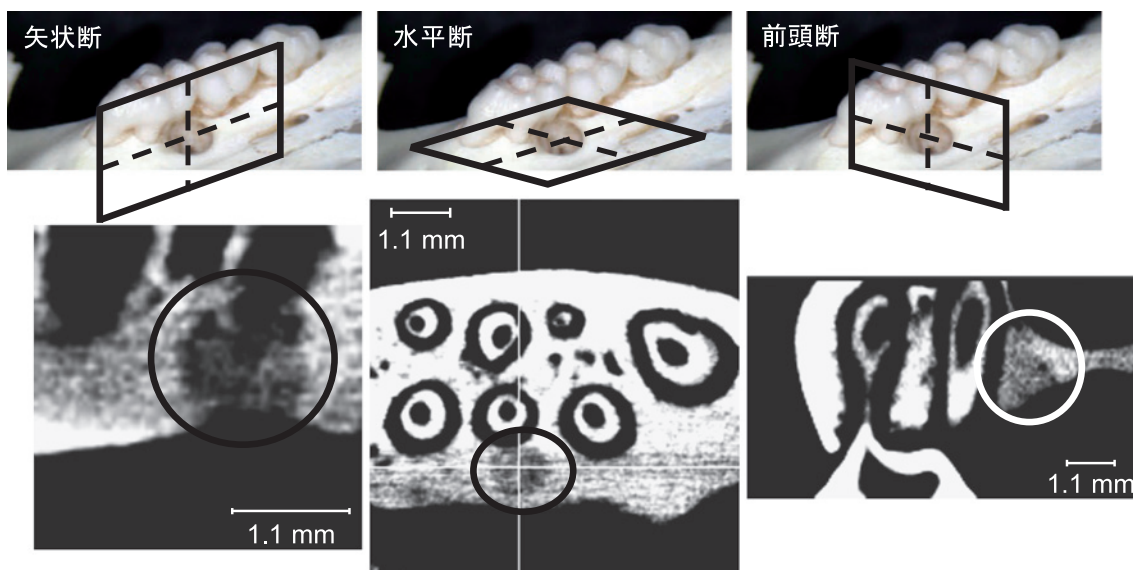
術後6週の歯槽骨3壁性骨欠損部CT断層像(矢状断, 水平断, 前頭断)
